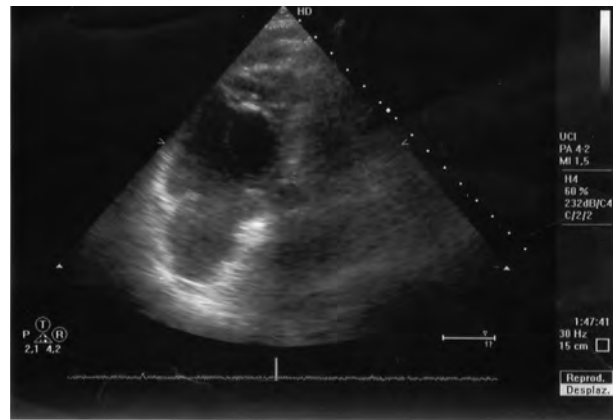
Ecocardiograma en el que se aprecia dilatación de las cavidades derechas.
